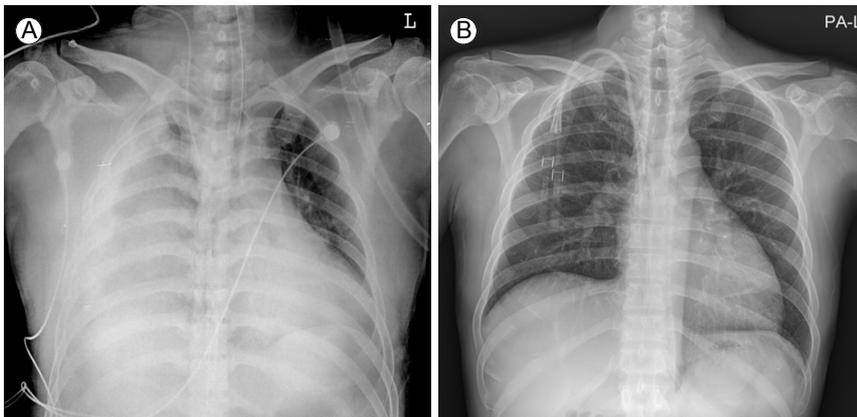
Chest X-ray in case 2. (A) Anteroposterior radiograph of the chest at admission showed cardiomegaly, pulmonary congestion, and a hemothorax in the right lung. (B) Posteroanterior radiograph of the chest at discharge showed resolution of the cardiomegaly and pulmonary congestion with a permanent dialysis catheter.
